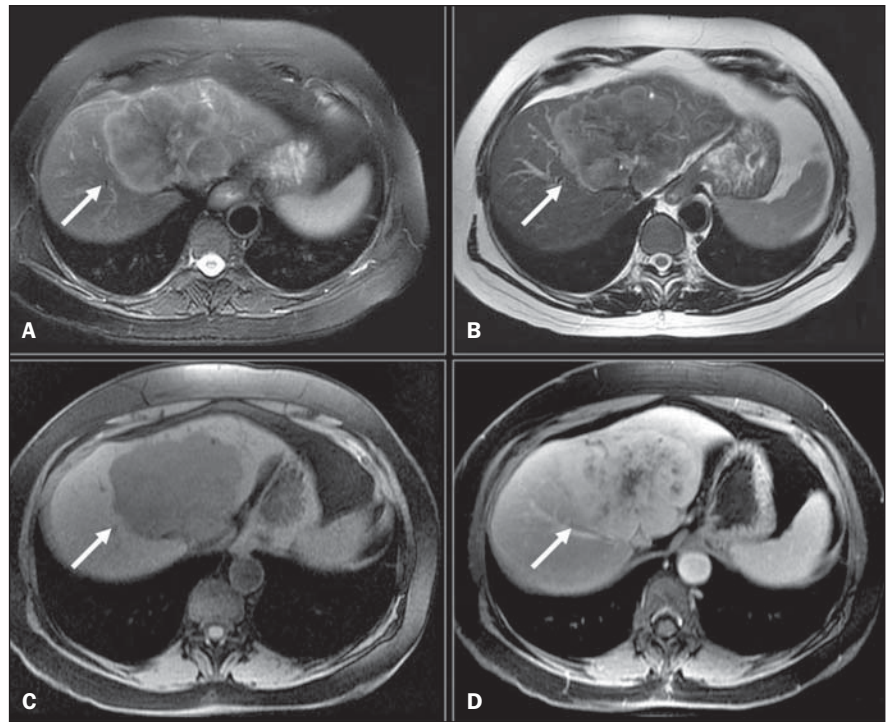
Colangiocarcinoma intra-hepático na RM (setas). A: FSE T2 com saturação de gordura, TE 90 ms; B: FSE T2 sem saturação de gordura, TE 180 ms; C: GRE T1 pré-contraste; D: GRE T1 fase portal pós-contraste. Lesão heterogênea com acentuada impregnação pelo meio de contraste. Notar discreta retração capsular hepática adjacente.
